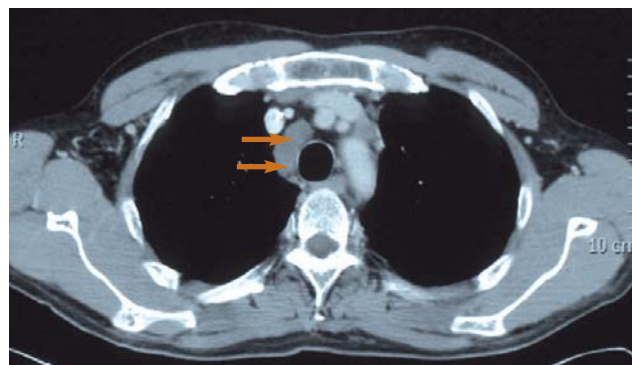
Adénopathies médiastinales (→) : lymphome de Hodgkin (TDM thoracique).
